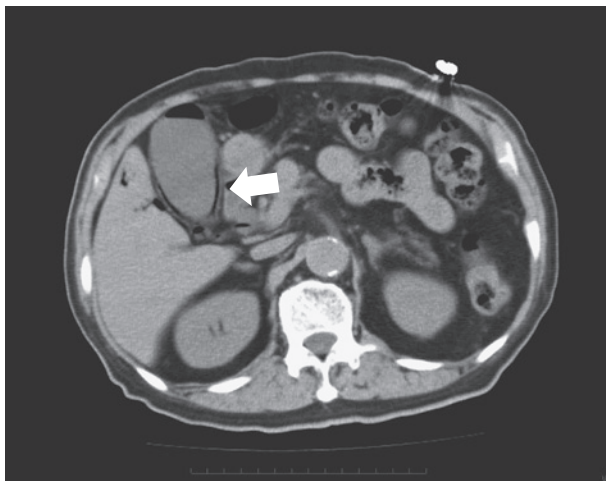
Abdominal CT imaging
